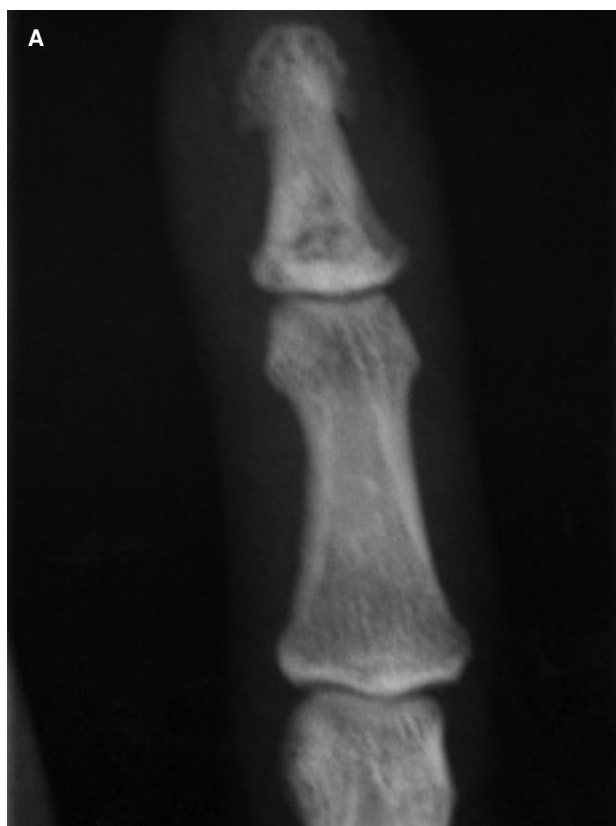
A y B.—Radiografías anteroposterior y lateral en las que se aprecia la «osteotomía» transversal en la falange.
